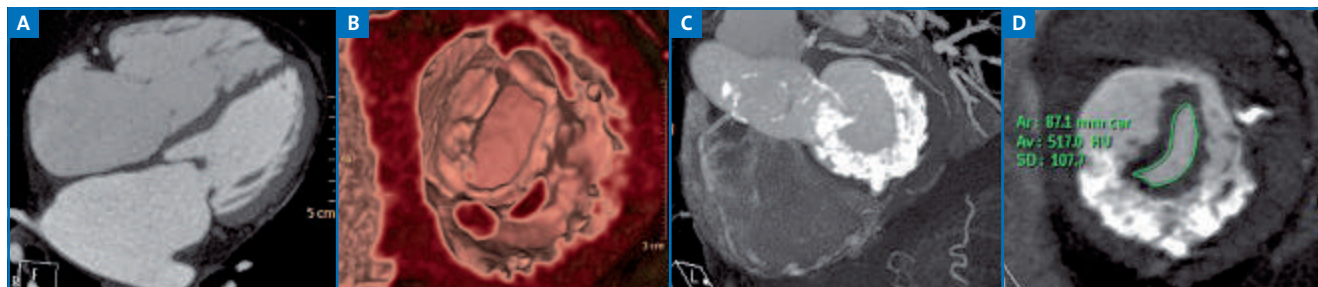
Rétrécissement mitral. RM rhumatismal en 2D (A) et 3D volumique depuis la pointe du cœur (B) montrant la fusion commissurale sans calcification. RM dégénératif sur très volumineuse calcification annulaire mitrale (C), planimétrie en faveur du caractère très serré (D).
